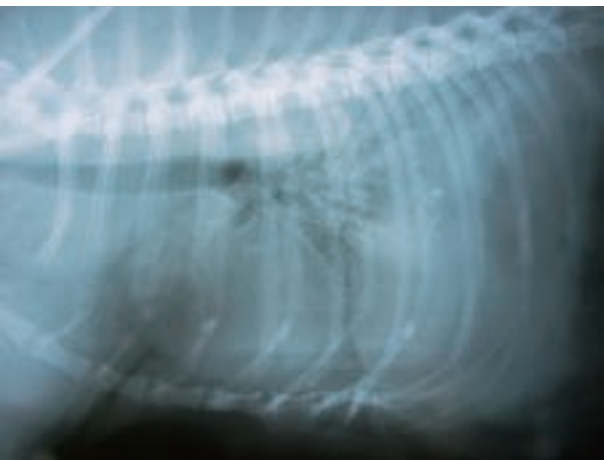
代償不全期の6歳3カ月齢のキャバリア・キング・チャールズ・スパニエルに対し軟口蓋切除術を行い、術後6時間上気道閉塞症状を看過した結果、呼吸困難が生じた。胸部X線にてび慢性肺泡浸潤影を示した。人工呼吸管理と利尿剤投与を行ったが救命できなかった。心不全の病歴はなく陰圧性肺水腫と考えられた
